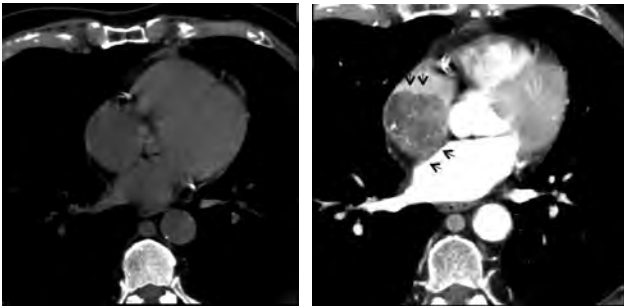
A) Cortes axiales de tomografía de tórax en fase simple y B) con medio de contraste endovenoso, las cuales muestran un defecto de llenado sólido en la aurícula derecha (flechas en B), de márgenes lobulados de comportamiento hipodenso homogéneo en fase simple (A) y con reforzamiento heterogéneo en fase contrastada (B) con imágenes hiperdensas lineales en su interior.
